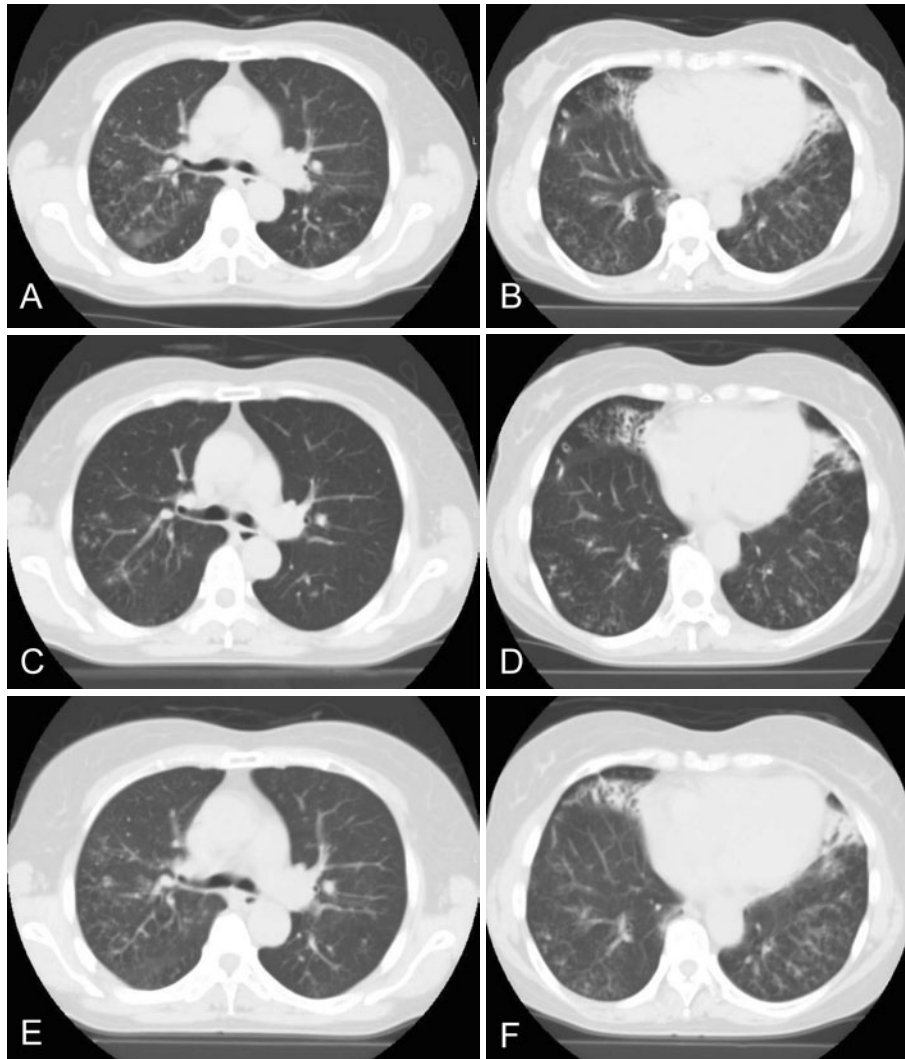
(A, B) A chest CT taken before starting therapy showed bilateral multiple nodules and bronchiectasis. (C, D) Chest CT showed that small nodules were significantly decreased after a 1-month steroid therapy. (E, F) A chest CT taken 1 year after starting steroid therapy showed a significant increase in small nodules in both lung fields.
